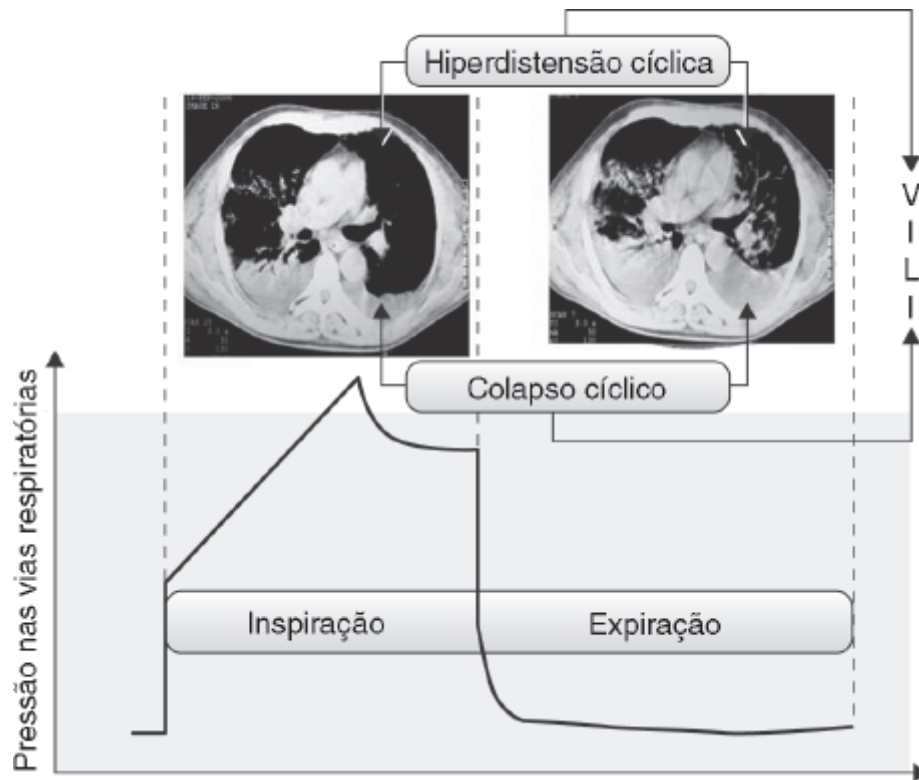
Mapas de aeração pulmonar obtidos com tomografia computadorizada em paciente com lesão pulmonar aguda com evidência de dois mecanismos de lesão pulmonar produzida pela ventilação mecânica associados à expansão heterogênea do pulmão. Observa-se que ocorrem hiperdistensão alveolar cíclica na porção ventral do pulmão, ao final da inspiração, e colapso cíclico de pequenas vias respiratórias e alvéolos na região dorsal do pulmão, ao final da expiração.
